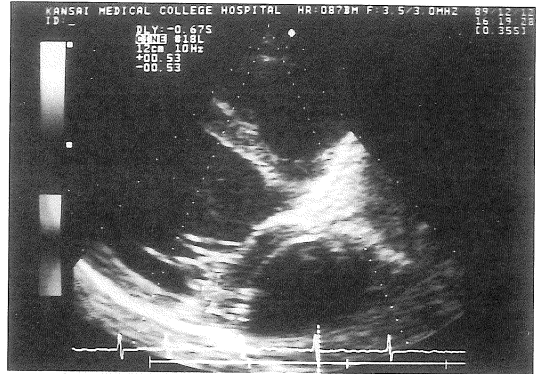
カラー Doppler 法を用いた心エコー
